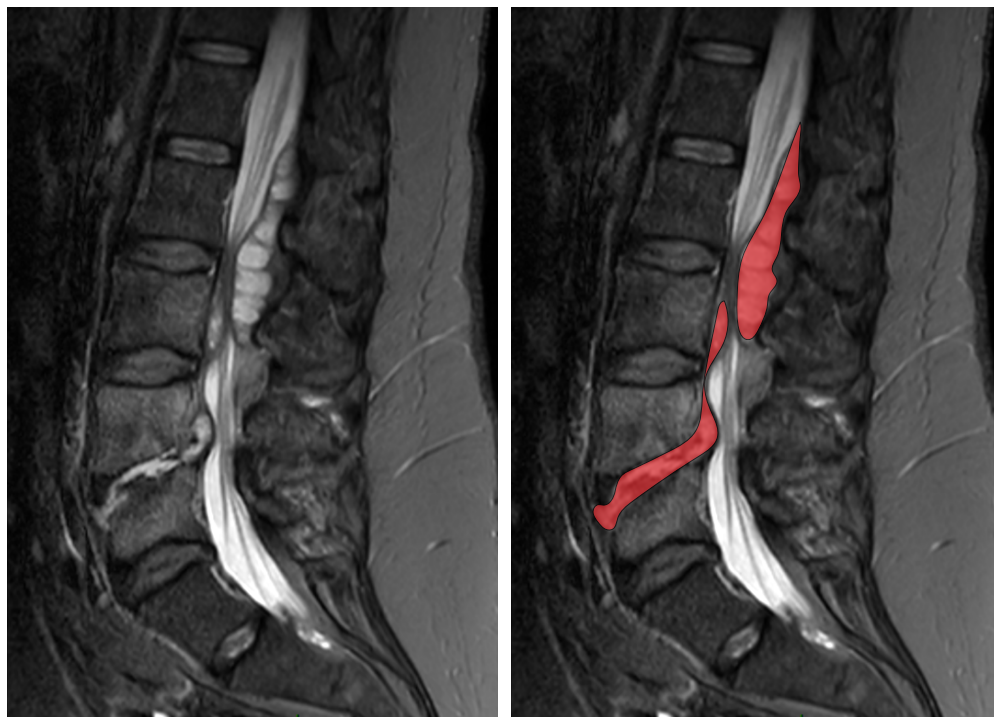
IMAGE CLÉ - Aspect typique à l'IRM d'une spondylodiscite L3-L4 avec abcès épidual proximal. La patiente se présente aux urgences, presque paraplégique. Elle décrit, dans les suites d'une « rage de dent », une douleur lombaire évoluant défavorablement depuis 2 mois et précédant sa dégradation brutale.
